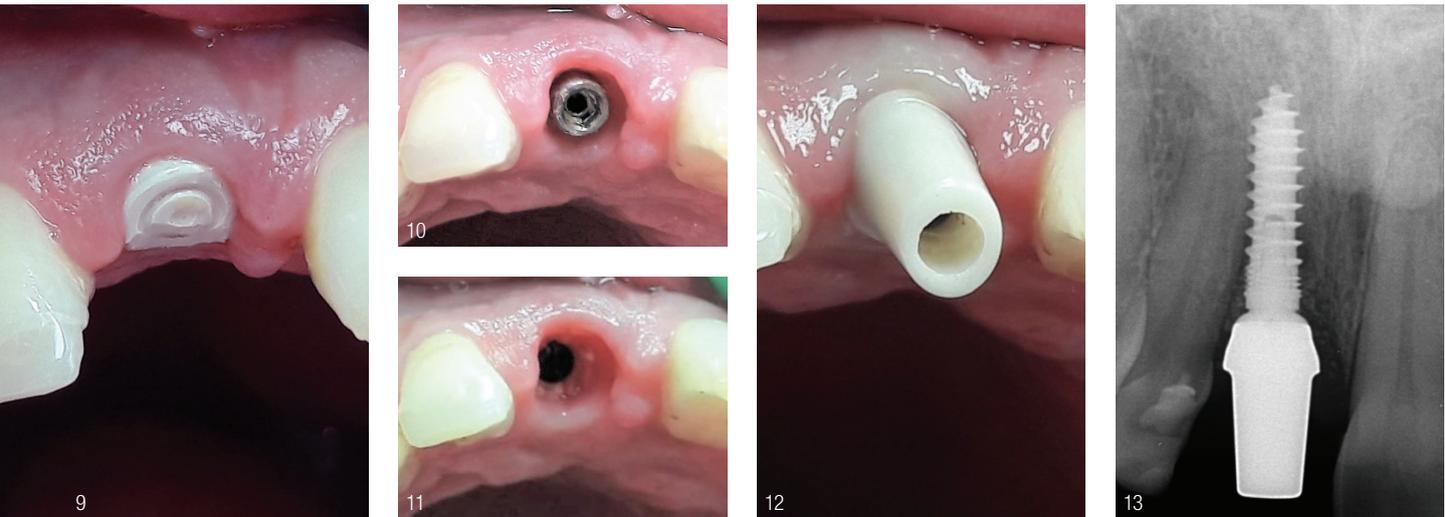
Drei Monate post OP. Abb. 10: Das Implantat nach Abnahme des Gingiva-Clix. Abb. 11: Das Implantat nach Abnahme des Shuttles. Abb. 12: Das ICA-Abutment. Abb. 13: Röntgenbild.
